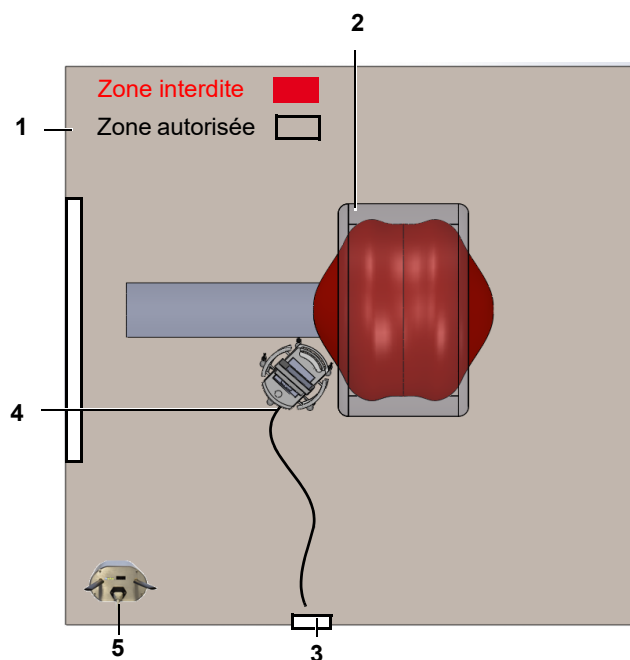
Disposition du MAGLIFE® RT-1 et du scanner IRM
